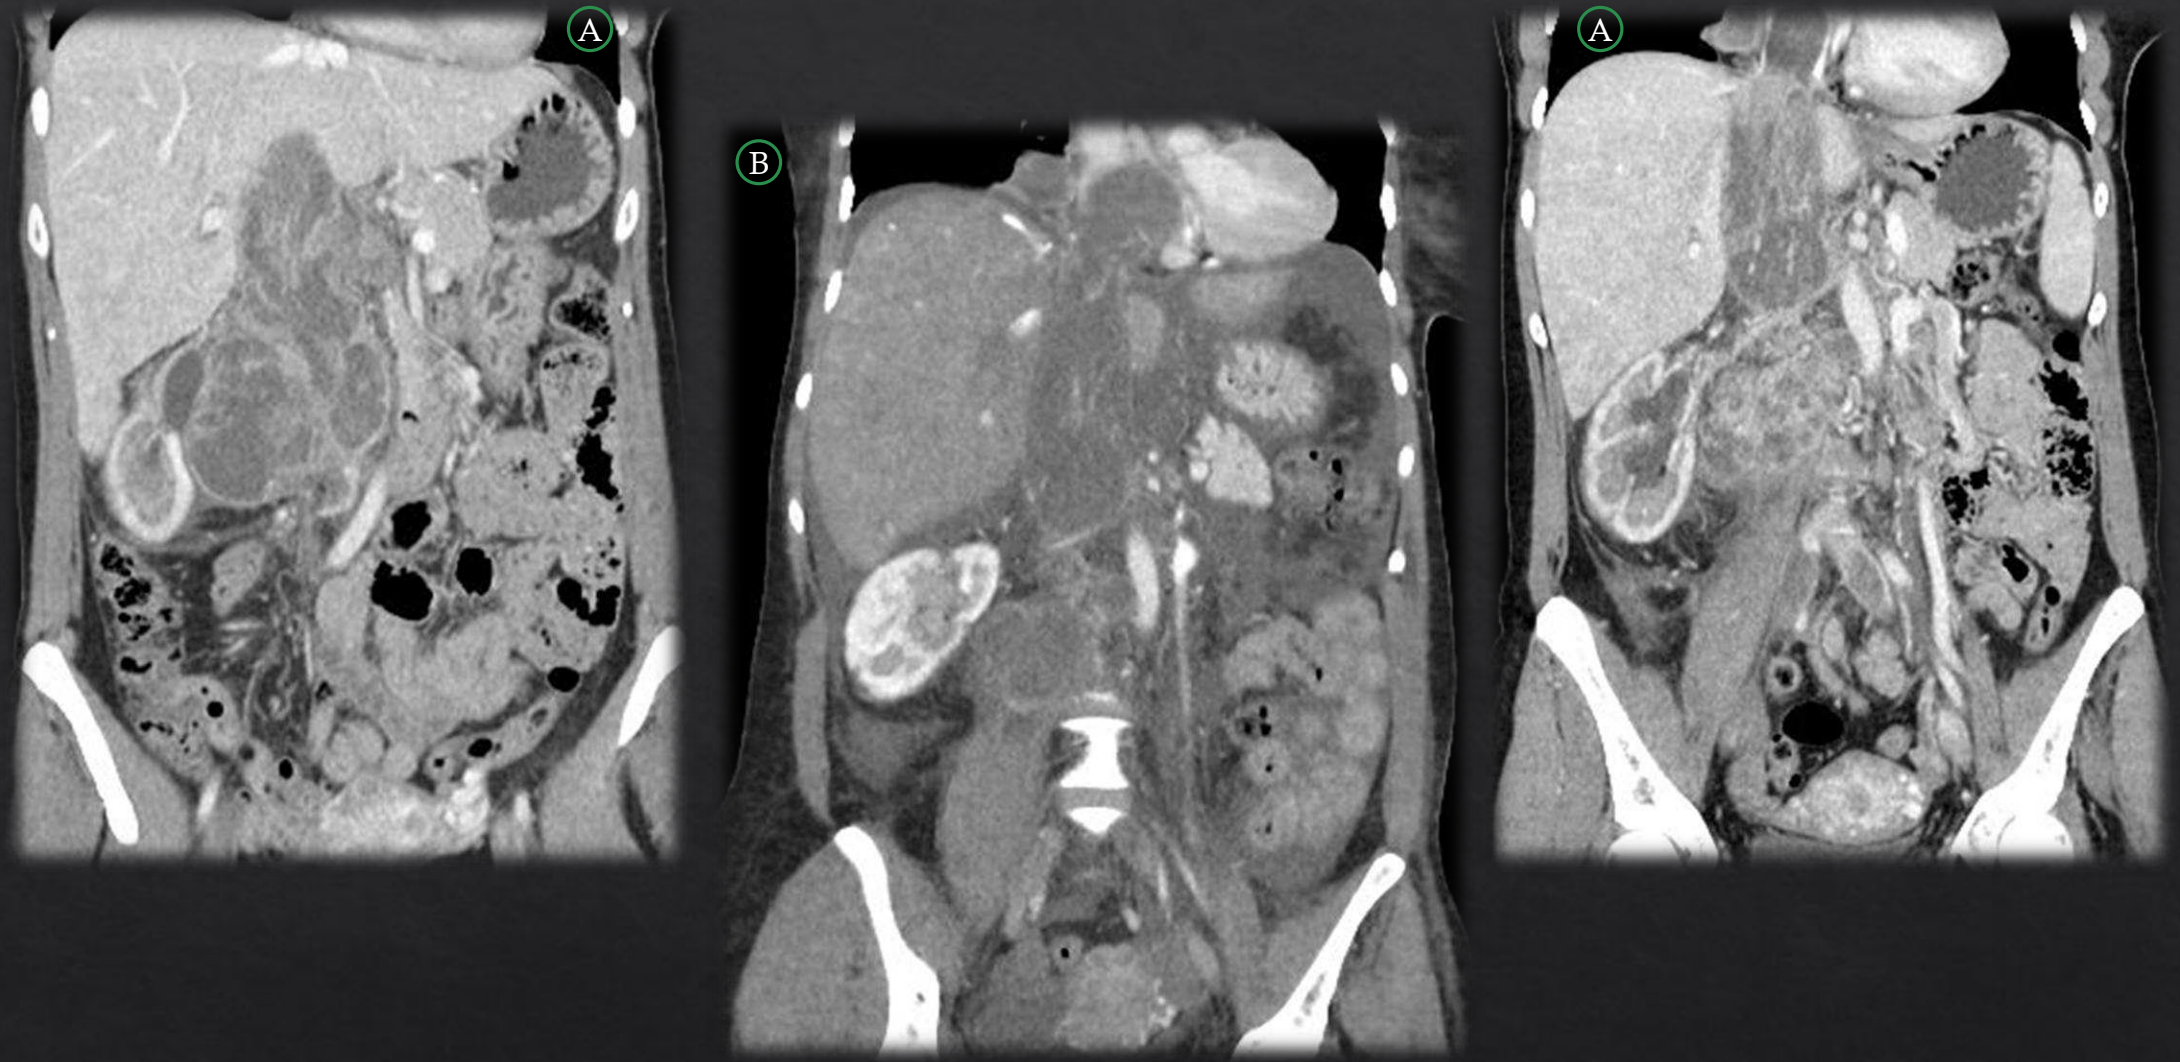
Caso 2. A: TC con contraste endovenoso fase portal con dos reconstrucciones en coronal, B. otra reconstrucción en coronal de TC de control.
